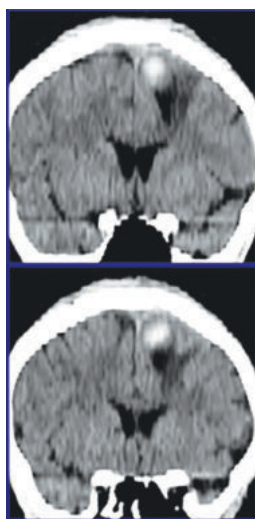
КТ головного мозга на 3-и сутки после операции, фронтальная проекция
